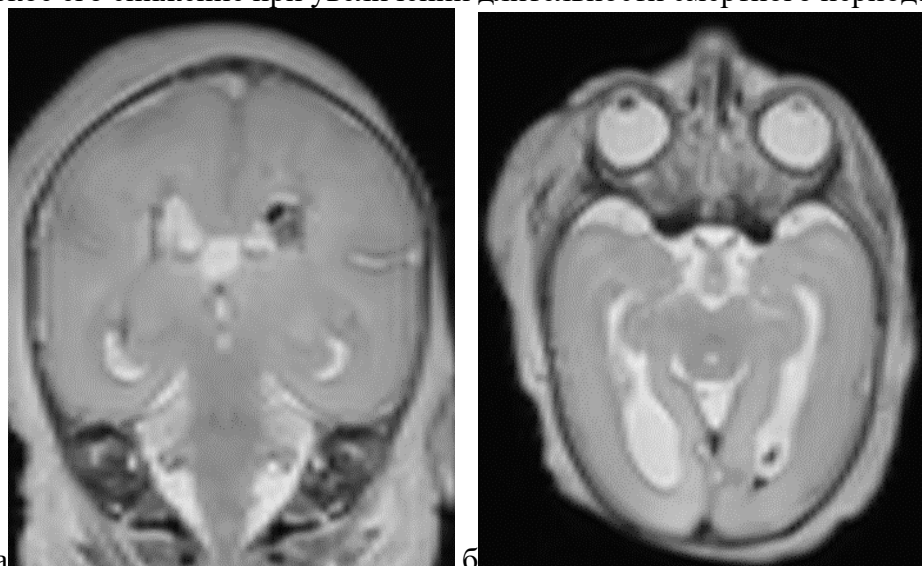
Посмертная МРТ головного мозга новорожденного, давность смерти 45 часов 40 минут, Т2-ВИ: а - фронтальная проекция; б – аксиальная проекция. Борозды и извилины нормальной конфигурации не визуализируются, отсутствие разницы и линии градиента интенсивностей МР-сигнала выше- и нижерасположенной головного мозга
